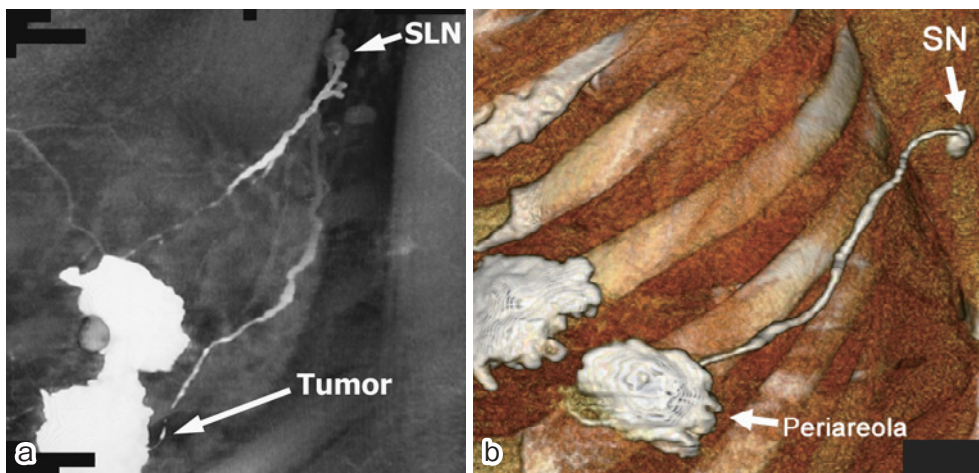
3D-CT乳腺リンパ管造影 (文献10より)
